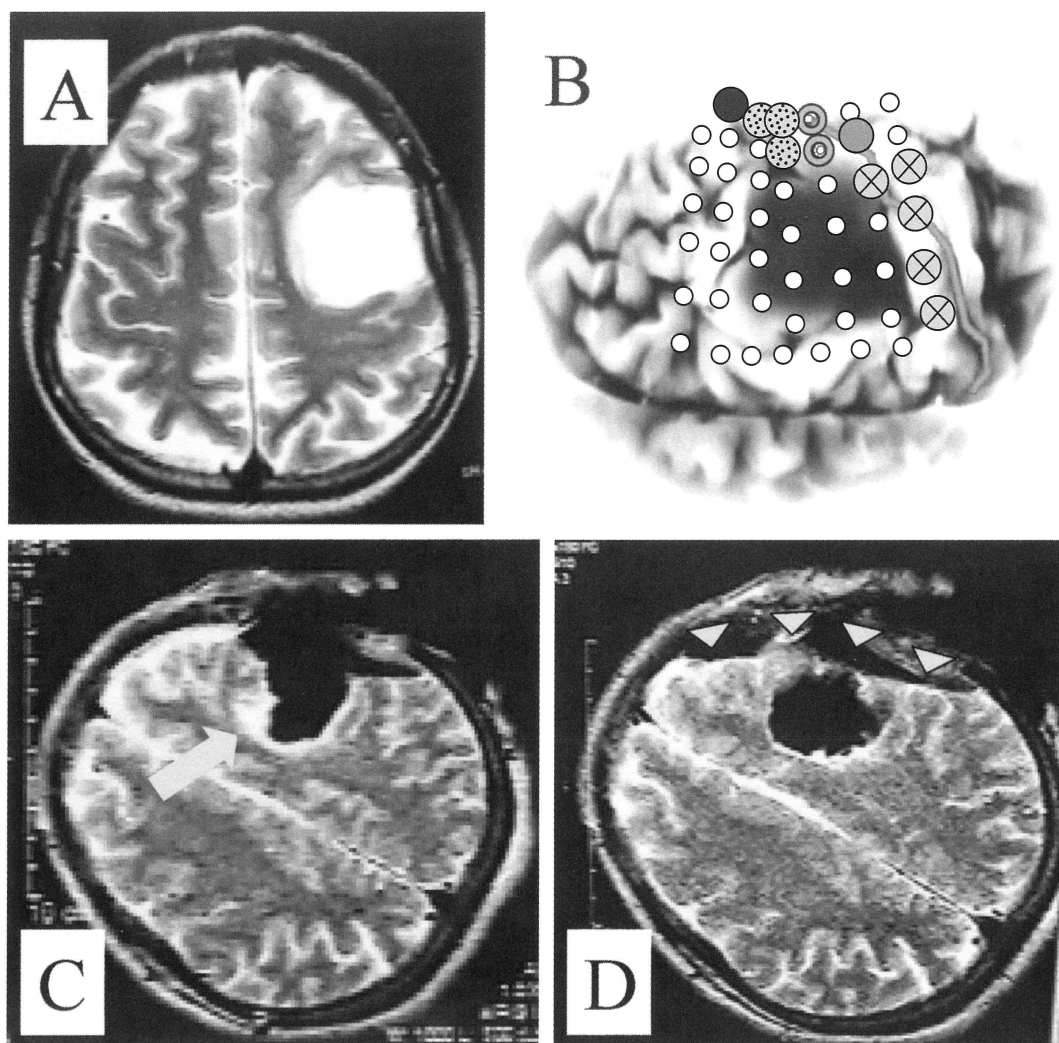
運動野近傍悪性神経膠腫(A)．覚醒下手術での脳機能マッピングで腫瘍上の機能がないこと(○)を確認(B:⊗は運動野,●は感覚野,⊙は口運動野)．術中MRIで残存腫瘍が認められ(C)再度摘出を施行した．MRIで全摘出を確認し(D)．術後欠損症状なく再発は認められていない．術中は著明な脳偏位がおこっていることがわかる(D矢頭)．
